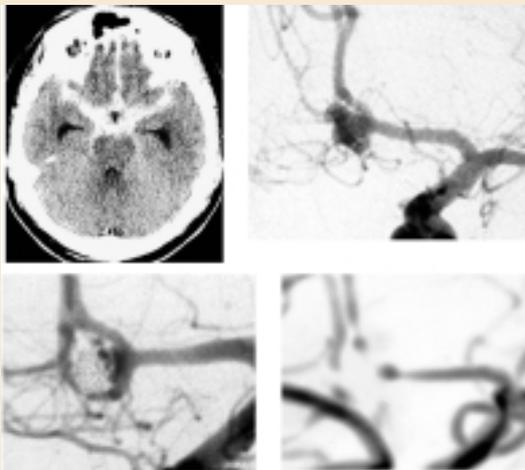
上段: 来院時CT (左), 左内頸動脈撮影正面像 (右)
